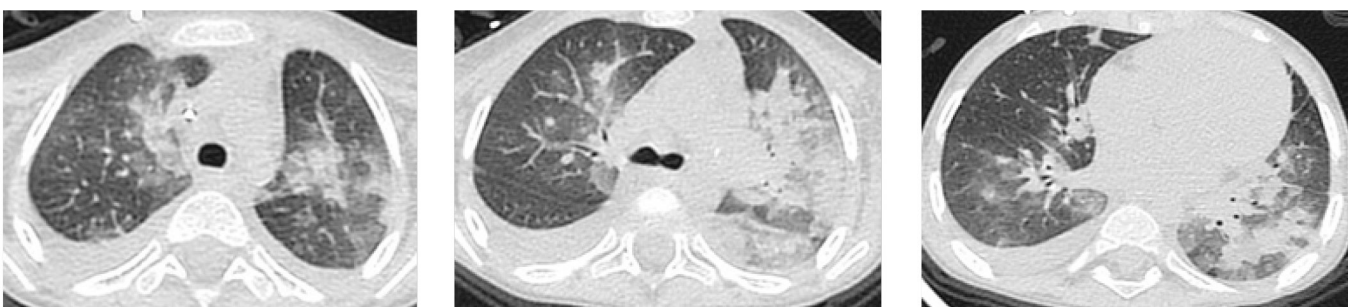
Пациент С., 3 г. 4 мес. КТ-картина двусторонней полисегментарной пневмонии вирусной этиологии COVID-19 – КТ-3. Правосторонний гидроторакс
